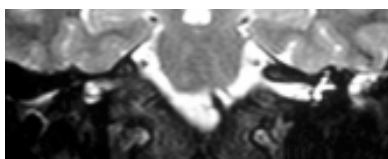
RM de ossos temporais, corte coronal em T2, evidenciando hipersinal à esquerda
